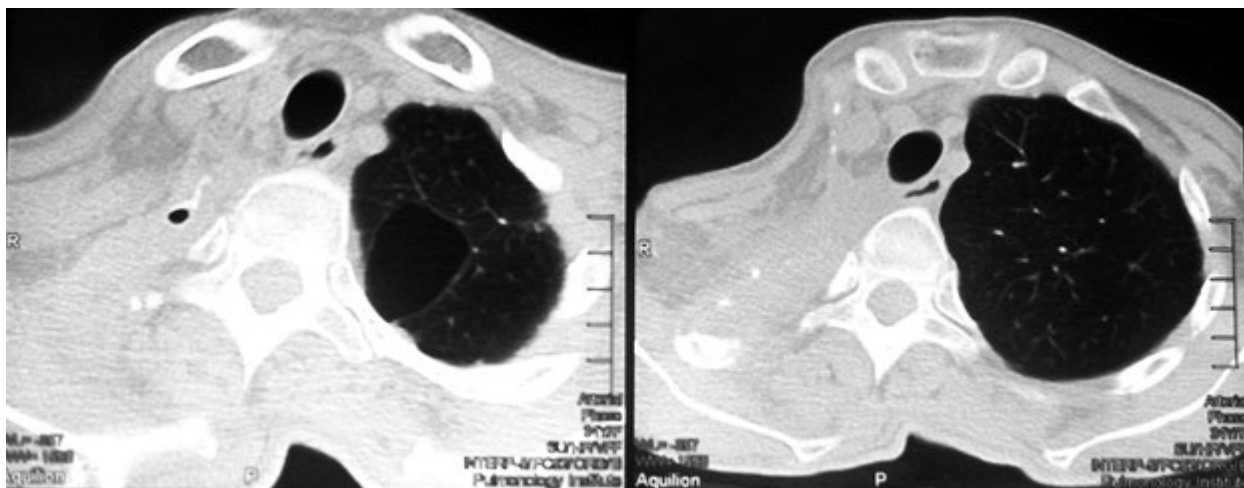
КТ після типової резекції верхньої частки правої легені з коригуючою 4-реберною екстра-інтраплевральною торакопластиком
